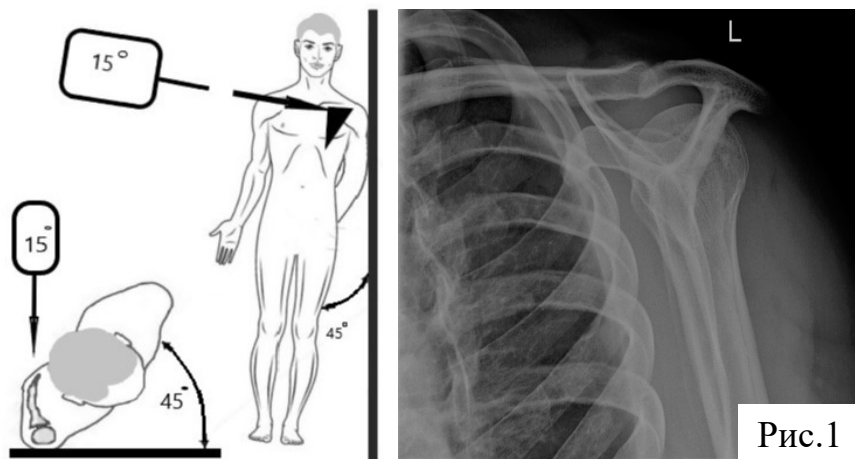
Способ укладки пациента в проекции – «на вылет» и техника выполнения снимка, рентгенограмма, получаемая при данной методике.
